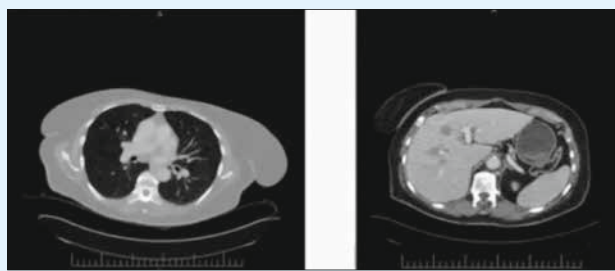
Контрольна КТ від 08.06.2018 (після 19 введень пембролізумабу)
